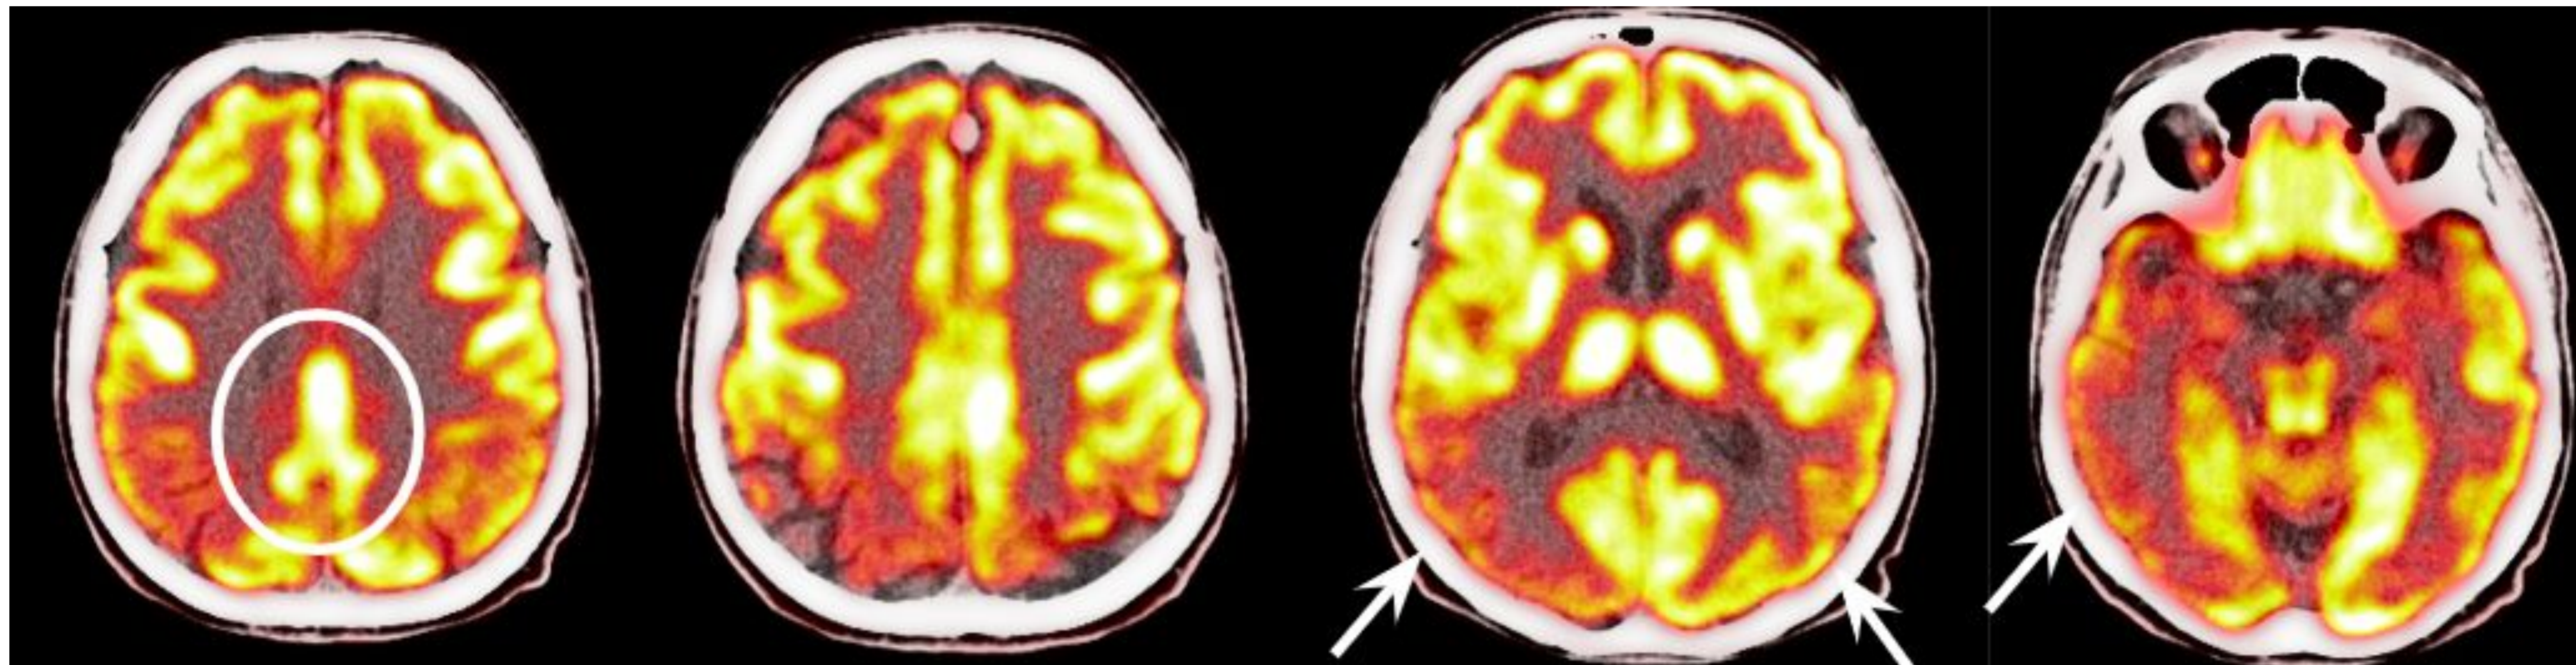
Mujer de 71 años con enfermedad de cuerpos de Lewy. Imágenes axiales de PET-TC con 18-Fluorodesoxiglucosa que muestran hipometabolismo bilateral y posterior (flechas) con preservación del córtex cingulado posterior (signo de la isla cingular) (círculo).
